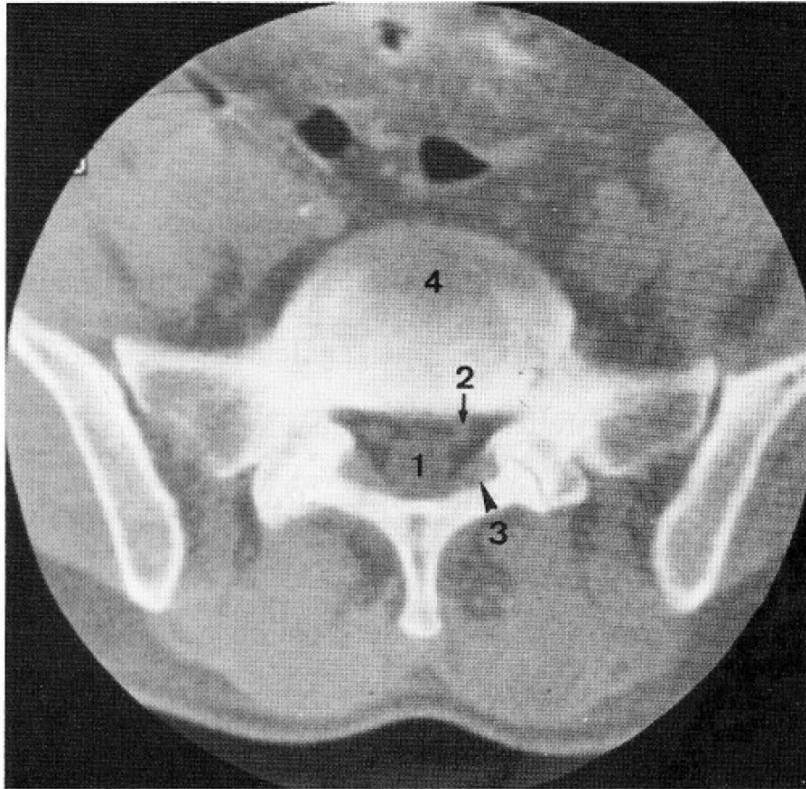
TDM du rachis lombaire: coupe axiale passant par L5-S1
